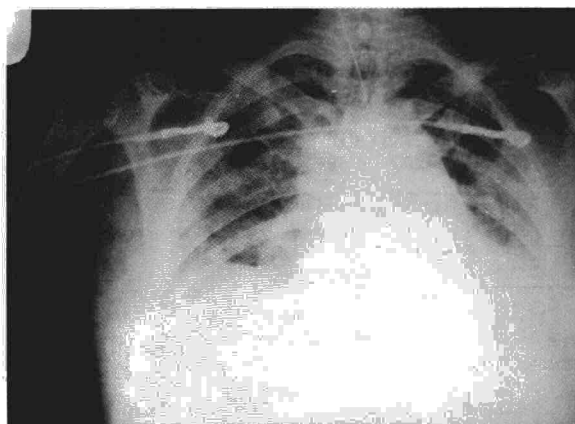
Radiografía de tórax inicial en el caso 2.
